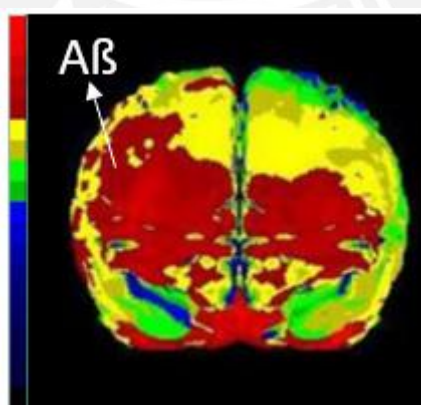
Imagen cerebral de un paciente con Alzheimer recopilada por SPECT (Adaptado de la referencia 45).<sup>45</sup>
